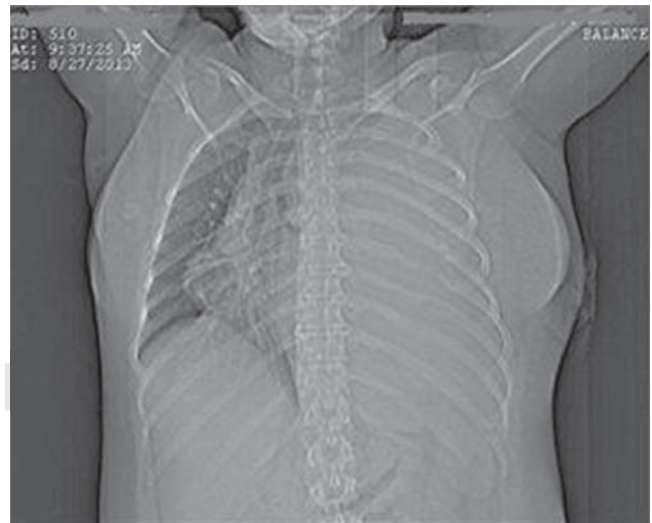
Tomografía axial computarizada (topograma) que demuestra una masa tumoral gigante que ocupa todo el hemitórax izquierdo y desplaza al mediastino hacia la derecha.
